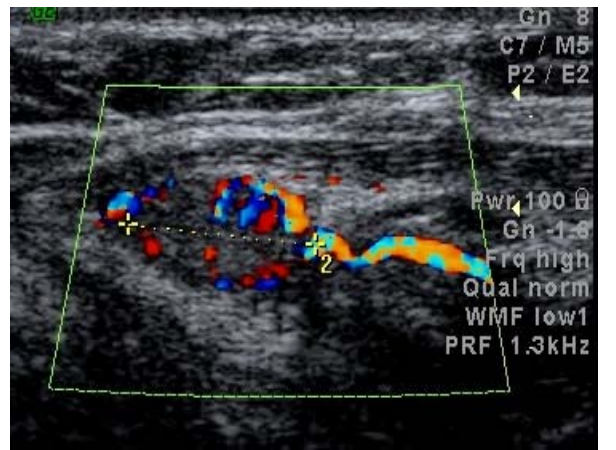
УЗИ, аденома нижней левой паращитовидной железы продольное сканирование в режиме цветового доплеровского картирования (лоцируется приносящая артерия)
